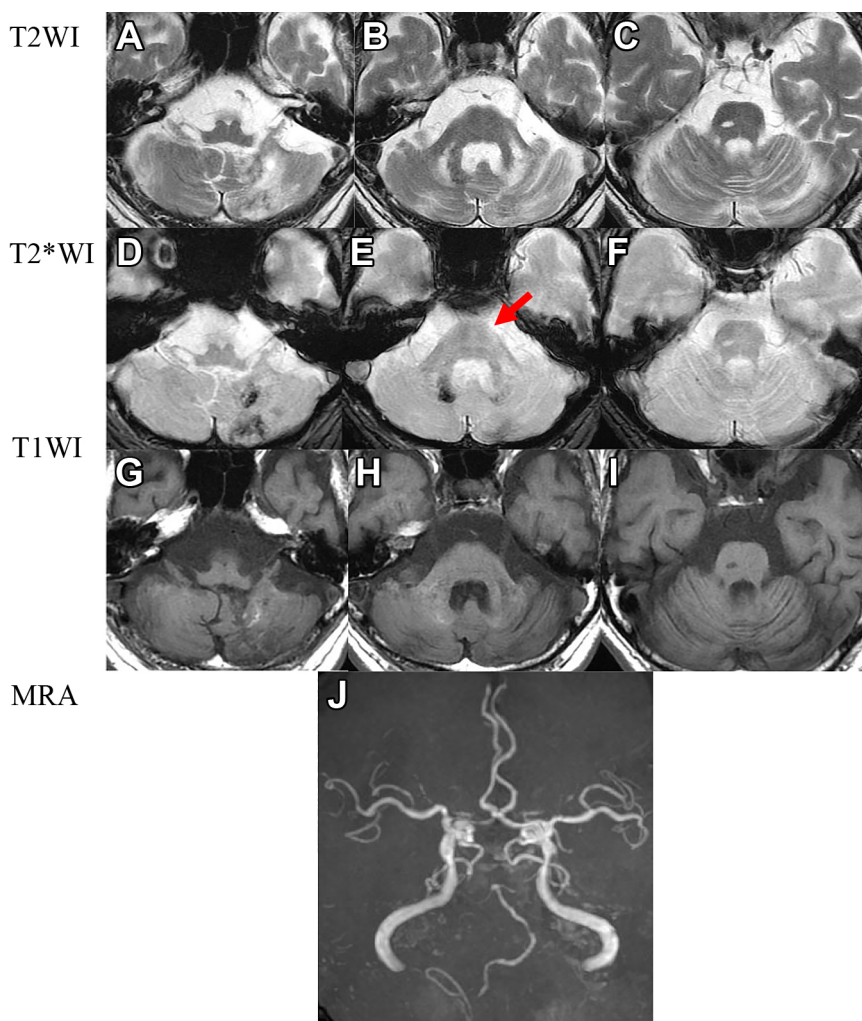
T₂-weighted images (T₂WI), T₂*-weighted images (T₂*WI), T₁-weighted images (T₁WI) and MR angiography on brain MRI.
